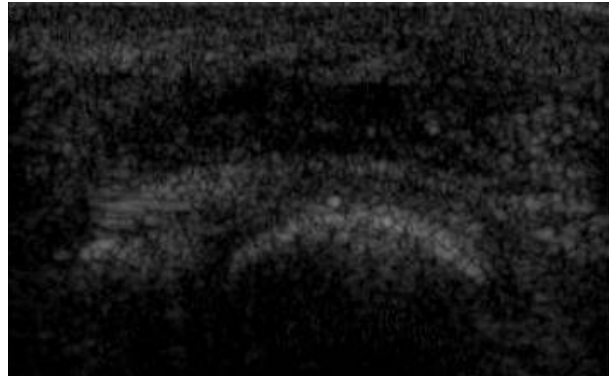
A 35-year-old man with fibroma of the foot. Transverse sonogram shows a hypoechoic mass with mild lobulation in the subcutaneous layer.
